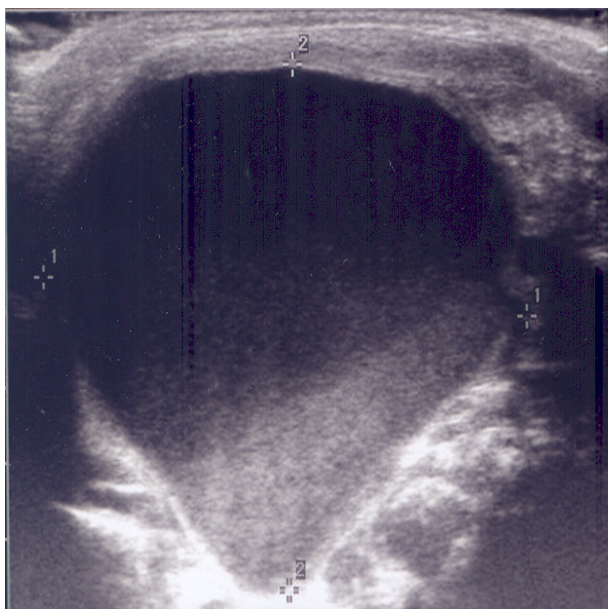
At postnatal 2 weeks, ultrasonography shows increased size of cervical cystic mass (41×35 mm).
